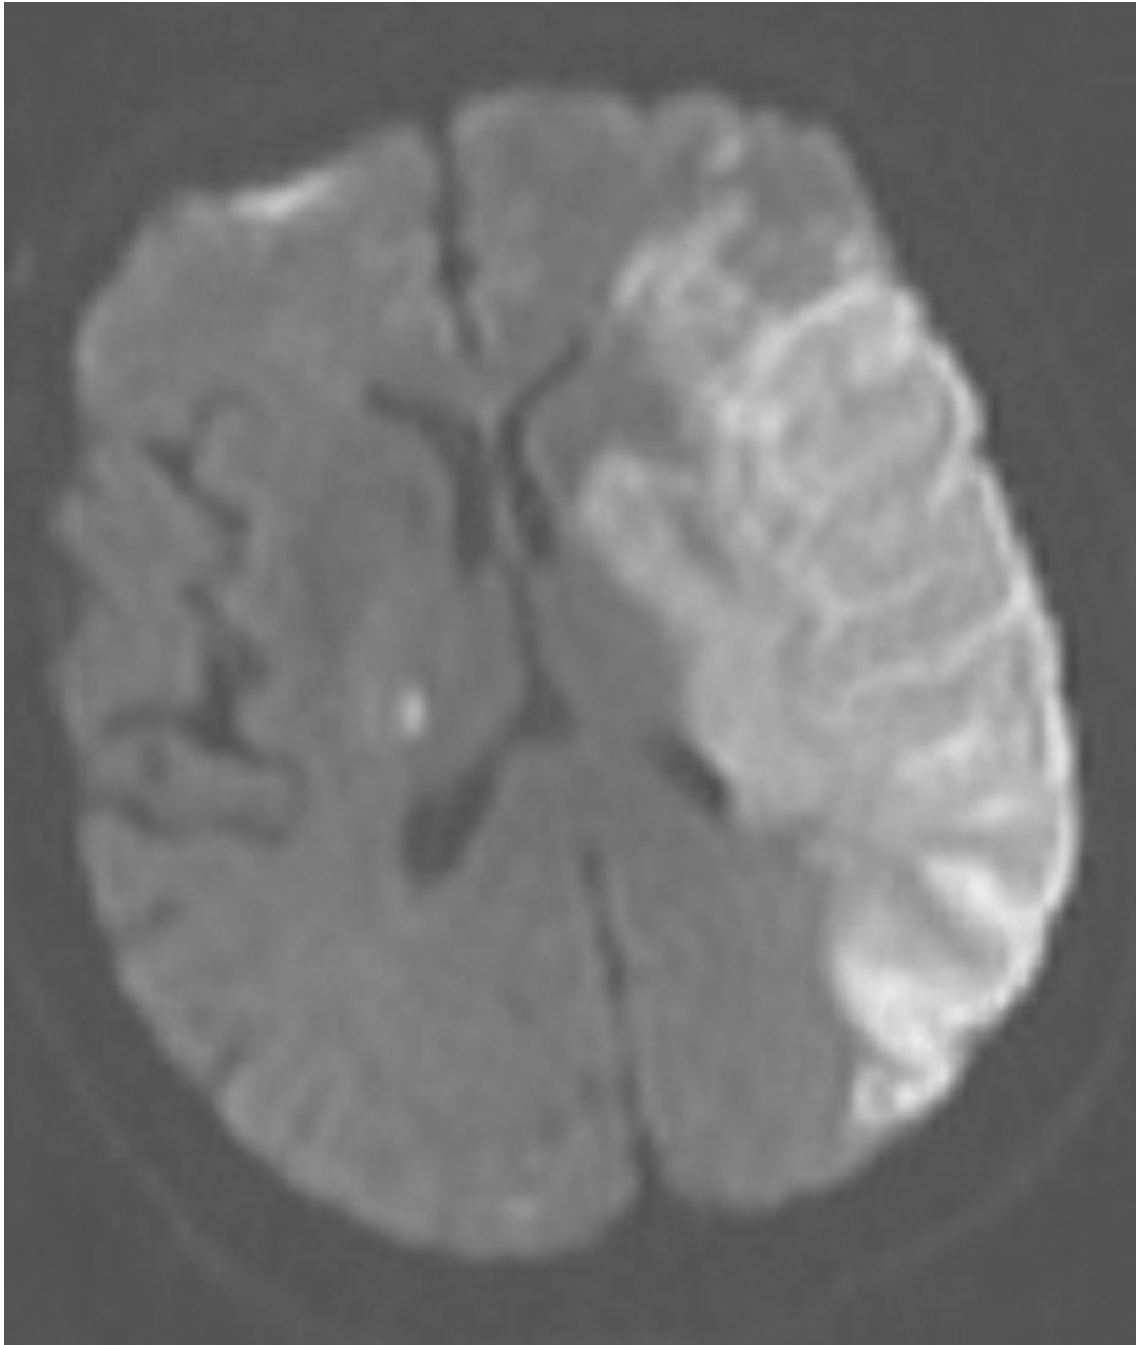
RMN axial ponderada por difusión.
